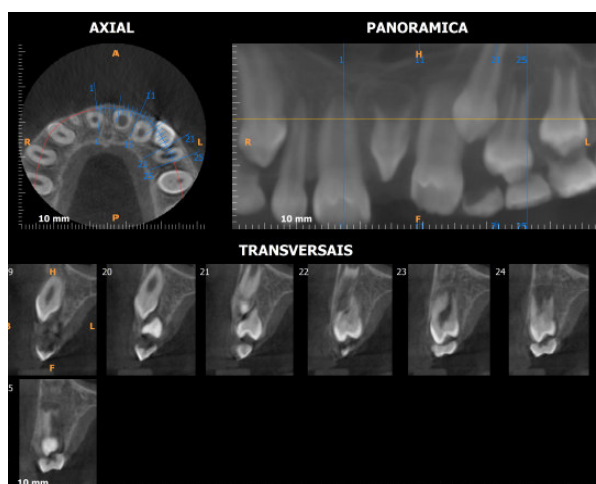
Tomografia computadorizada da região do 21 detectando posição anteriorizada do dente supranumerário da paciente A.
